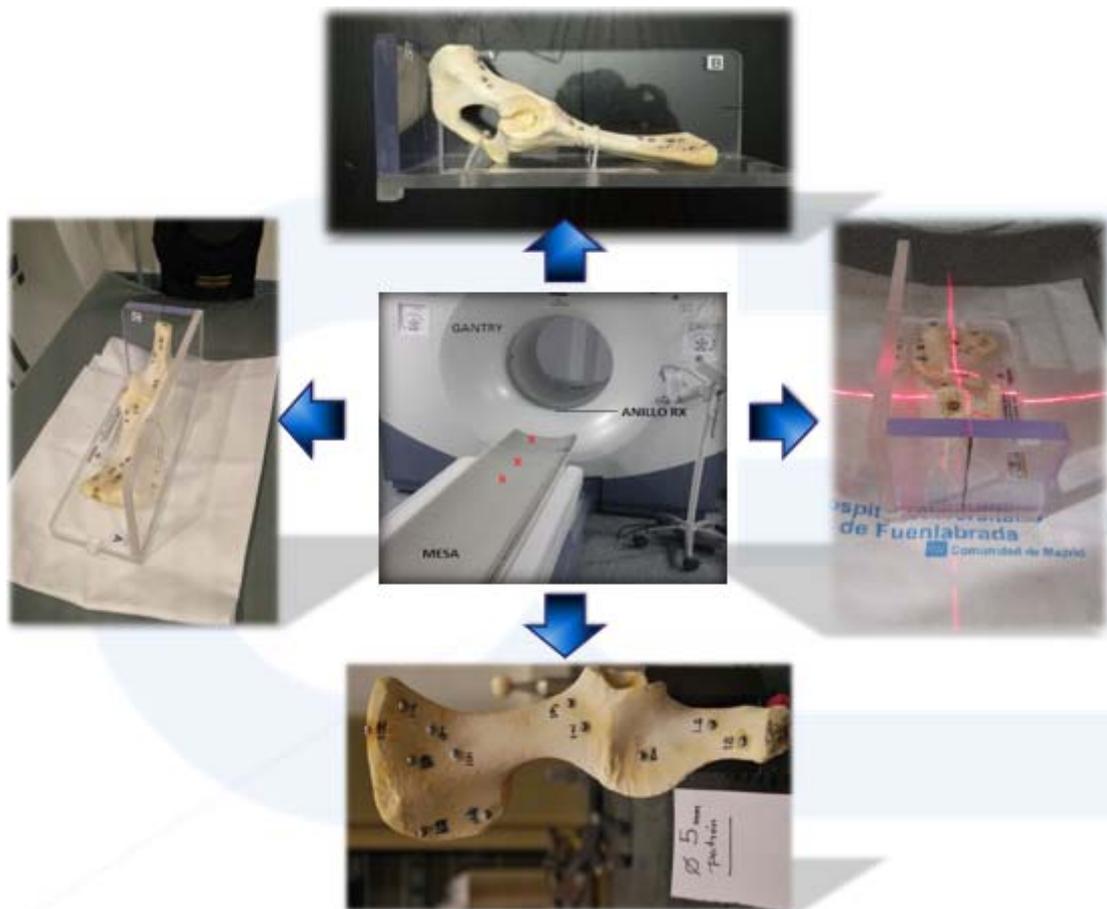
Patrón que se está utilizando en la actual intercomparación de TAC's.
